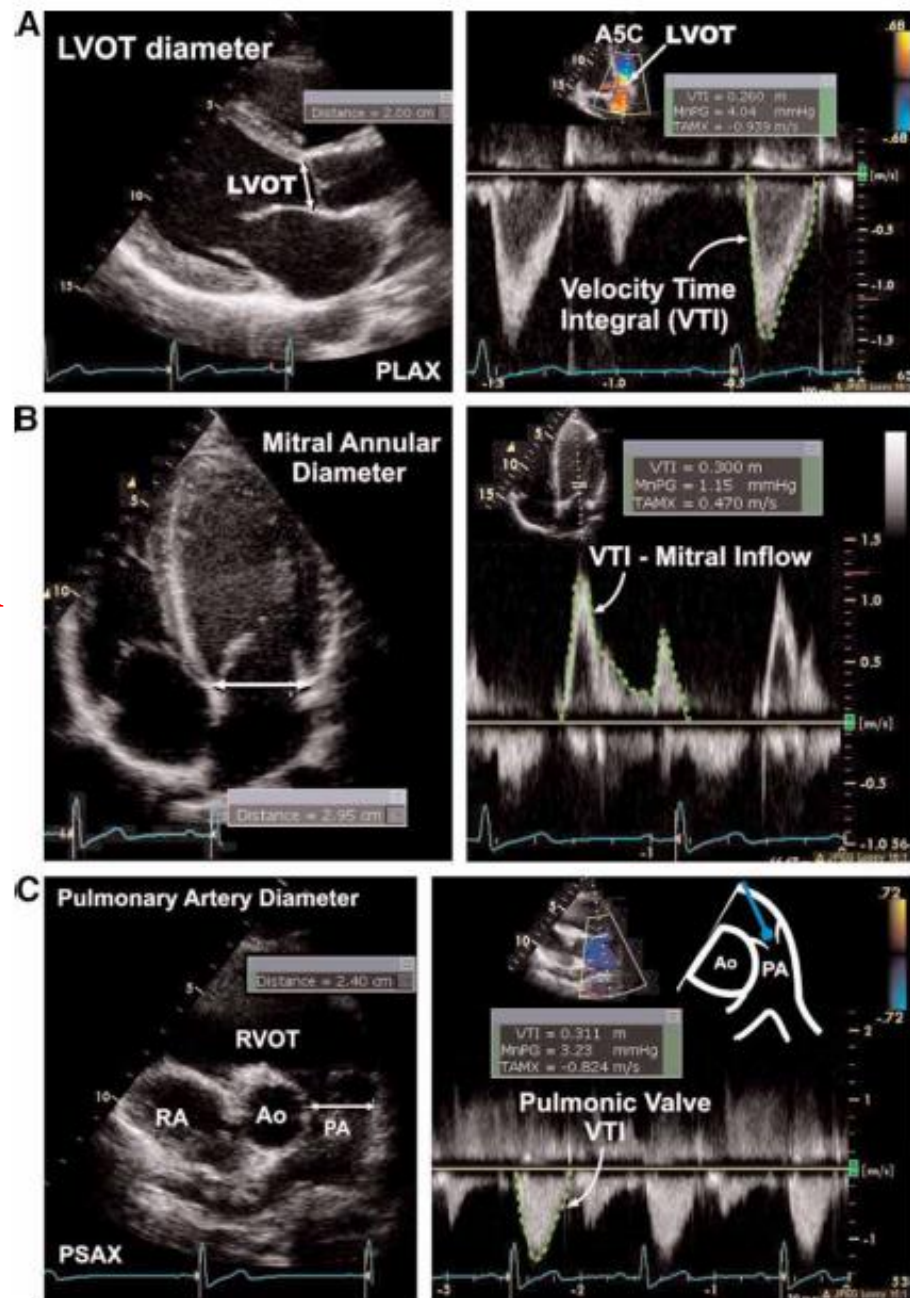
(A) Stroke volume by Doppler (LVOT). (B) Stroke volume by Doppler (mitral inflow). (C) Stroke volume by Doppler (pulmonary artery).
